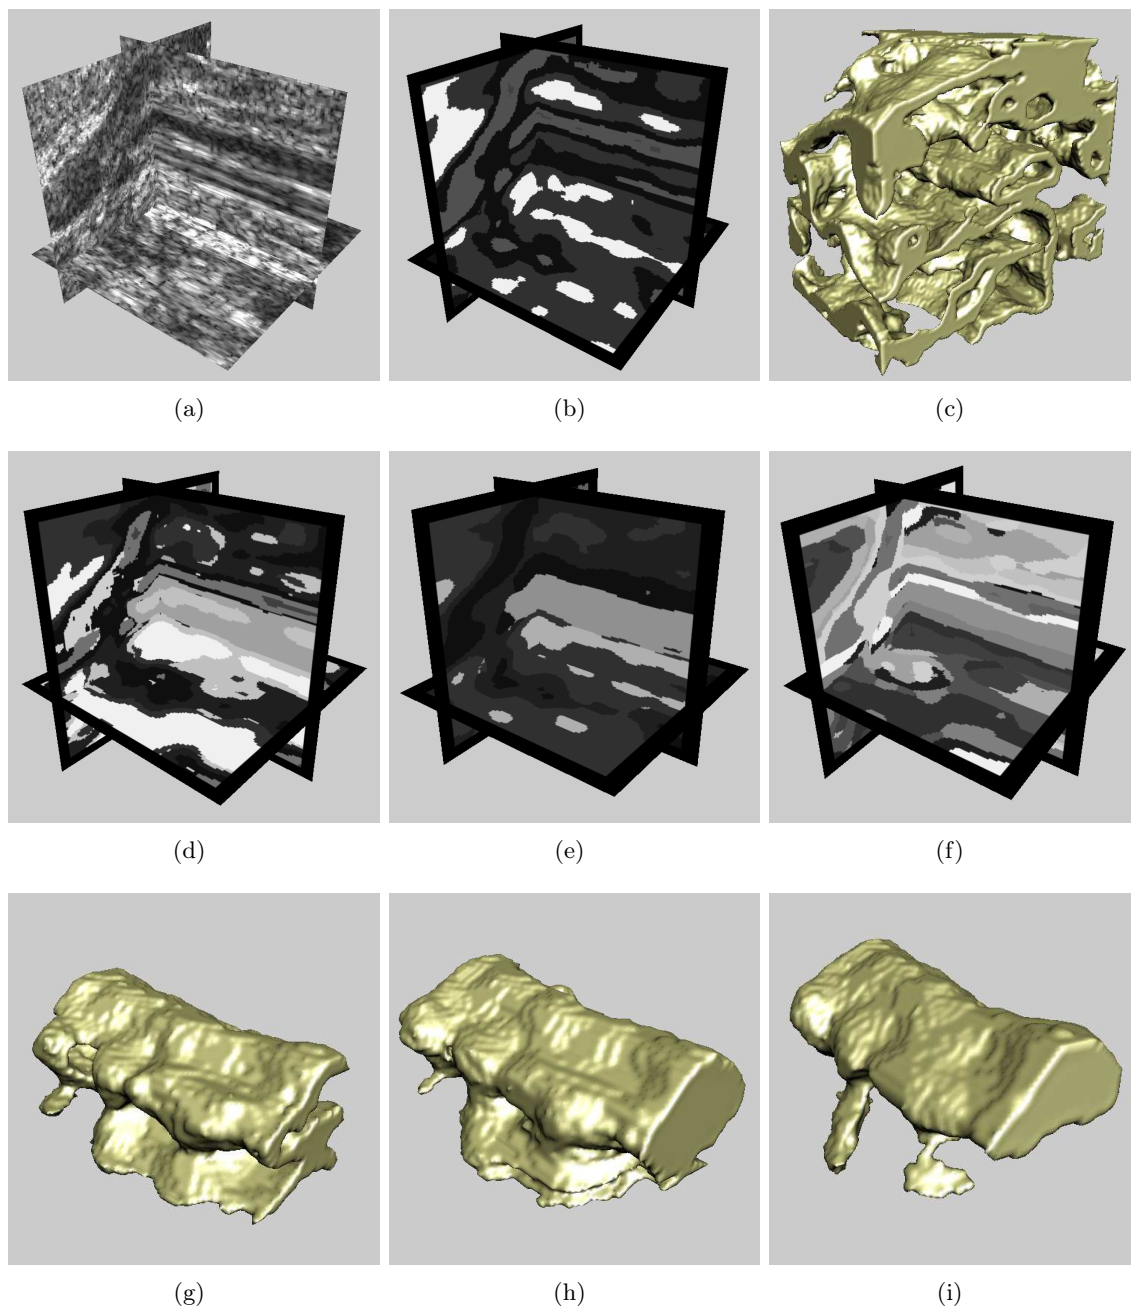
Ensemble de segmentations d’une image échographique 3D avec la méthode HUF (localisation de tendons).
